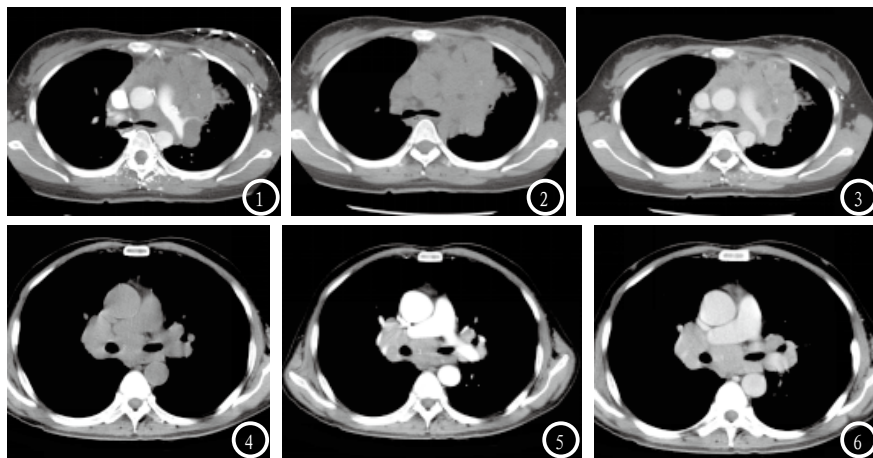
案例1 女性, 27岁, 因发热、盗汗等临床症状就诊, 行多层螺旋CT检查, 显示前中纵膈内及纵膈大血管周边多发肿大, 且淋巴结融合; 增强扫描显示明显不均匀强化, 病灶和主动脉之间边界清晰。图4-6 案例2, 男性, 61岁, 因胸骨后不适、隐痛、发热等症状就诊, 行多层螺旋CT检查, 显示双侧肺门、纵膈多发肿大淋巴结影, 增强扫描结节呈现轻、中度均匀强化特点, 病灶边界清晰。
